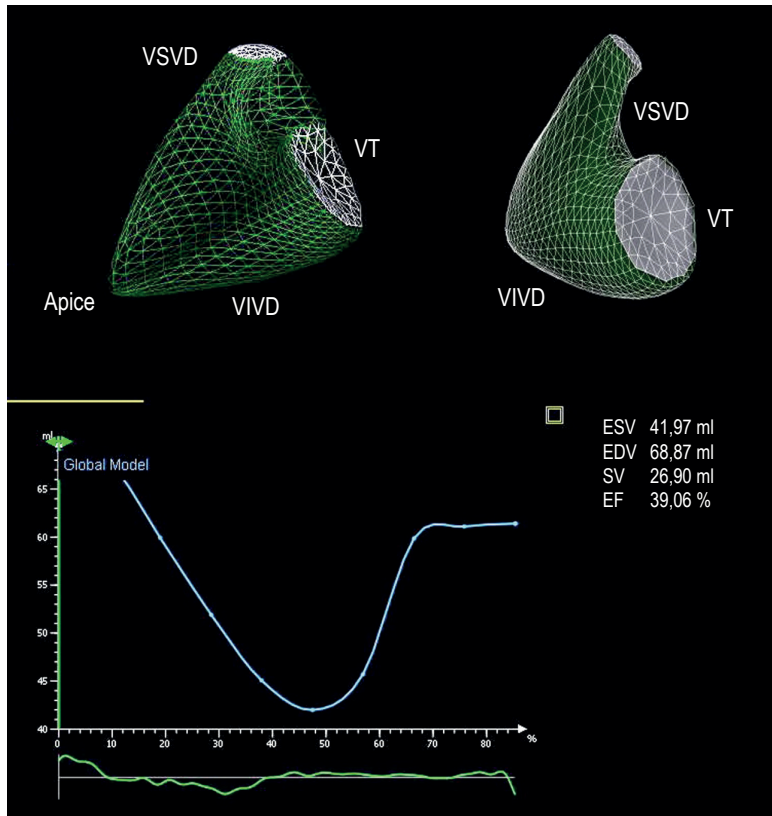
Reconstrucción tridimensional del VD obtenida a través de la ecocardiografía con determinación de los volúmenes ventriculares y de la FE.
